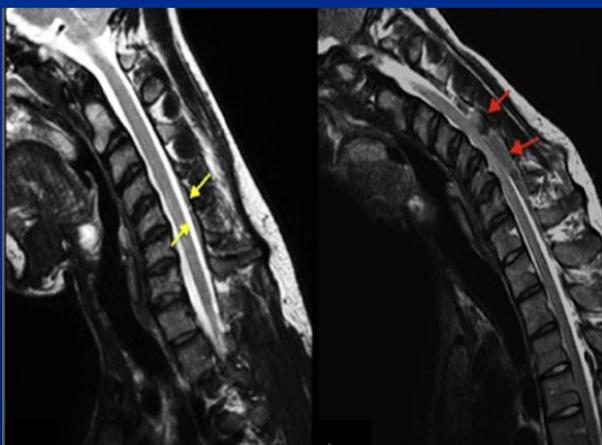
Resonancia magnética en plano sagital en ponderación T2. Flecha amarilla: discreta prominencia de la duramadre en C5 y C6. Flecha roja: Desplazamiento anterior de la duramadre, la cual comprime el cordón medular con tenue incremento en su señal.
